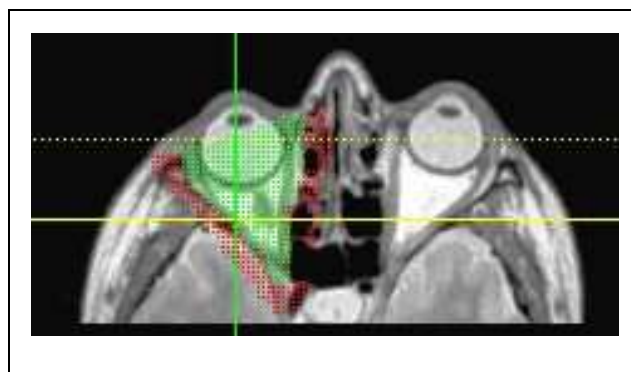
Vordere und hintere Orbitabegrenzung (Quelle: Institut für Röntgendiagnostik des Klinikums rechts der Isar der Technischen Universität München)
